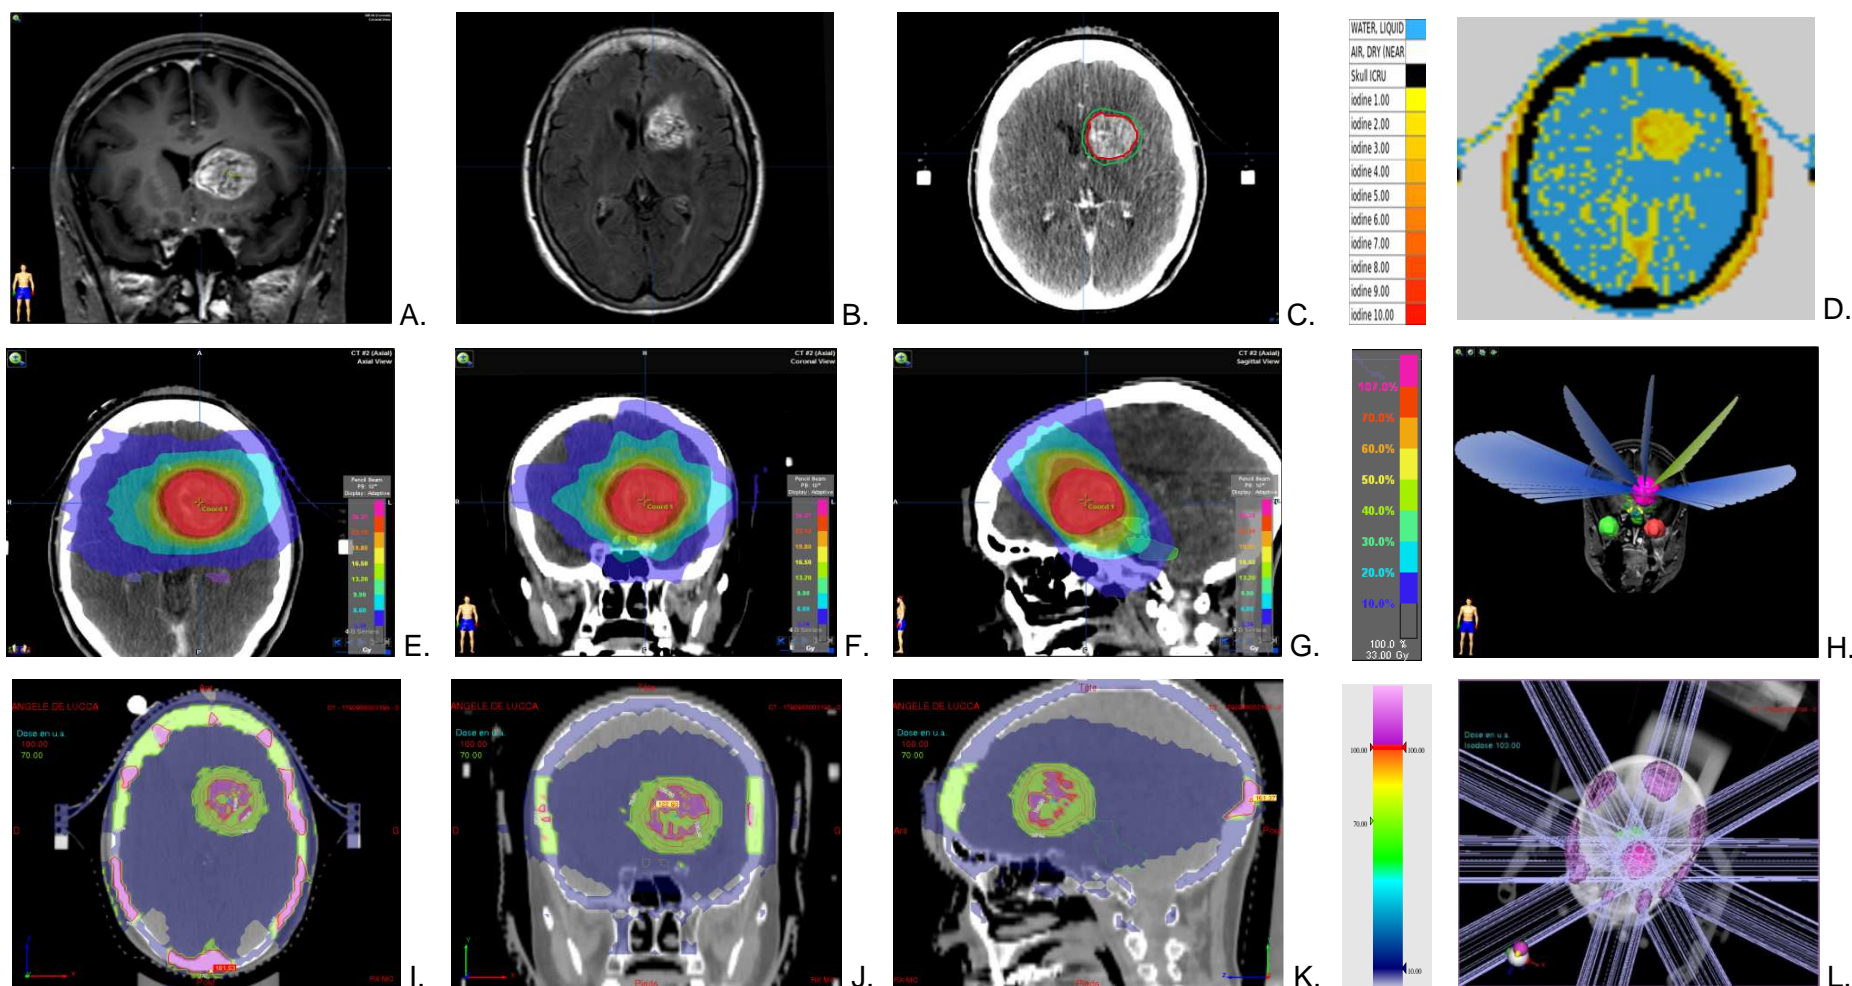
Radio-anatomie de la métastase cérébrale de la patiente n°5 (A. IRM T1 avec gadolinium, B. IRM T2 FLAIR, C. TDM dosimétrique après inj. de PdCI et D. évaluation de la perfusion tumorale). Dosimétrie pour la STEREO (E. F. G.) et la SSRT/PdCI (I. J. K.). Balistique du traitement STEREO (H.) et SSRT/PdCI (L.)
